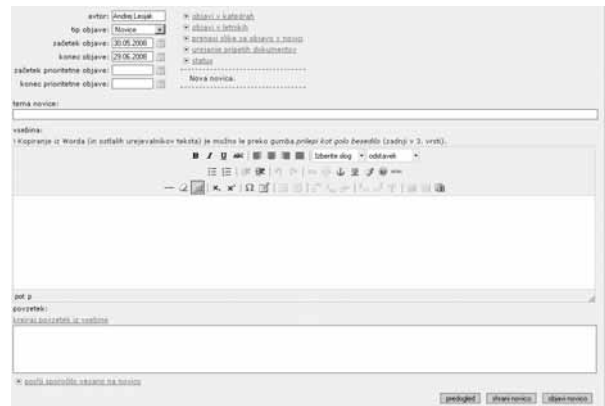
Uporabniški vmesnik SUV.
